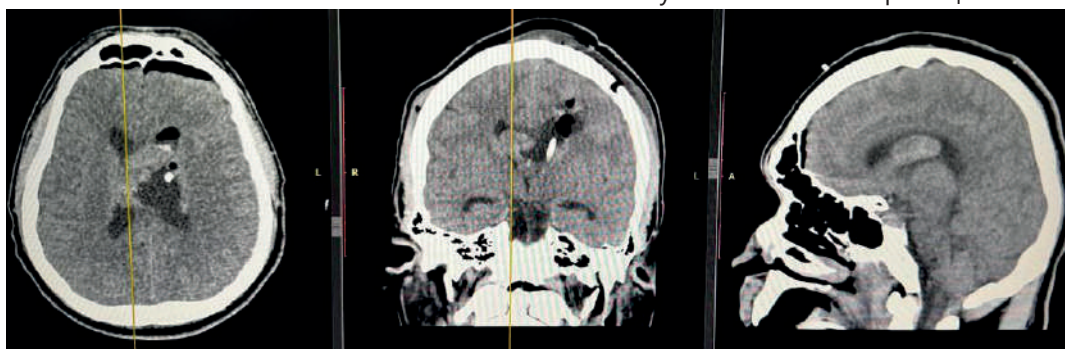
КТ снимки головного мозга после операции
